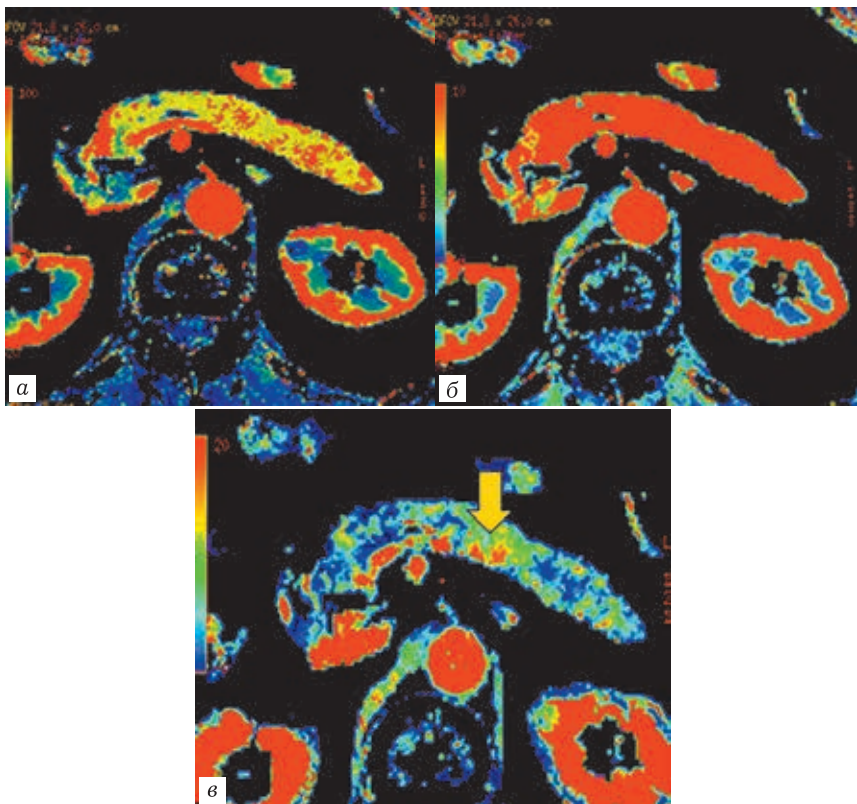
Перфузионные компьютерные томограммы: *a* — цветная параметрическая карта скорости кровотока (BF); *б* — цветная параметрическая карта объема кровотока (BV); *в* — цветная параметрическая карта проницаемости стенок капилляров (PS). Паренхима ПЖ при фиброзных изменениях в паренхиме характеризуется желтым окрашиванием с участками сохраненной паренхимы красного цвета на карте BF, красным окрашиванием на карте BV, участками повышенной проницаемости на карте PS (стрелка) при обострении воспалительного процесса
